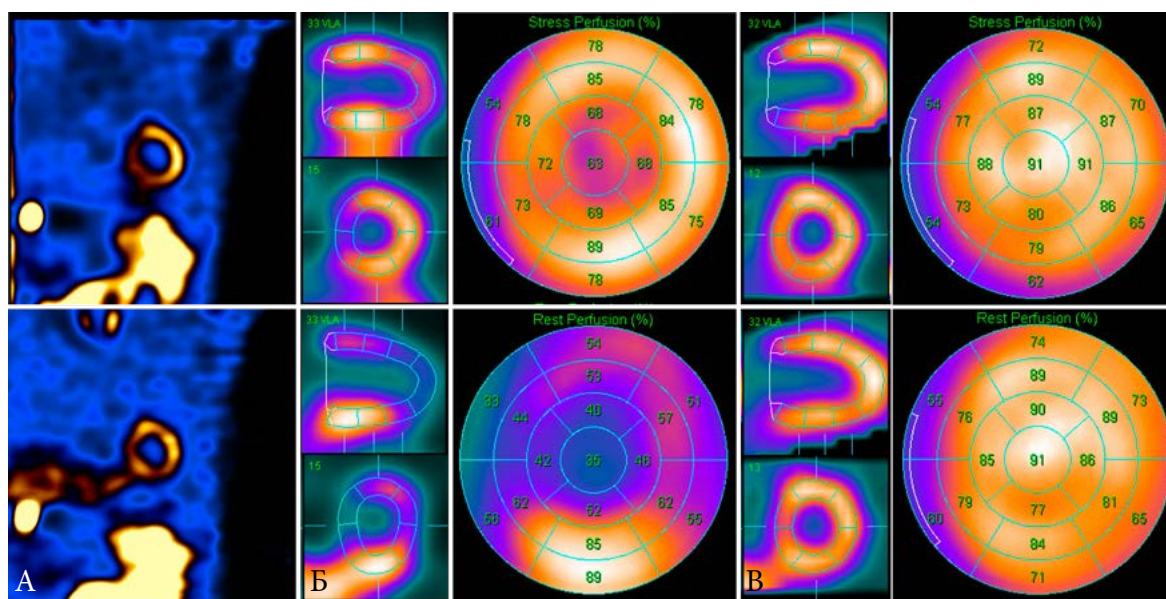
Высокая интенсивность накопления  $^{99m}\text{Tc}$ -МИБИ в печени на этапе в покое (А, нижний ряд) приводит к невозможности интерпретировать изображения с КТ-коррекцией (Б). В данной ситуации приходится ориентироваться на изображения без КТ-коррекции (В), которые не имеют грубых артефактов и позволяют трактовать результат исследования как нормальный
